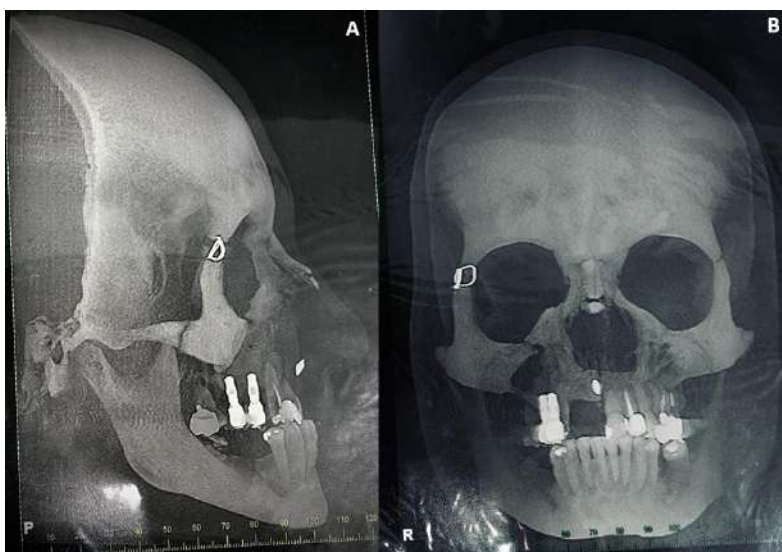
A. Telerradiografia de perfil pré-tratamento; B. Radiografia PA pré-tratamento
